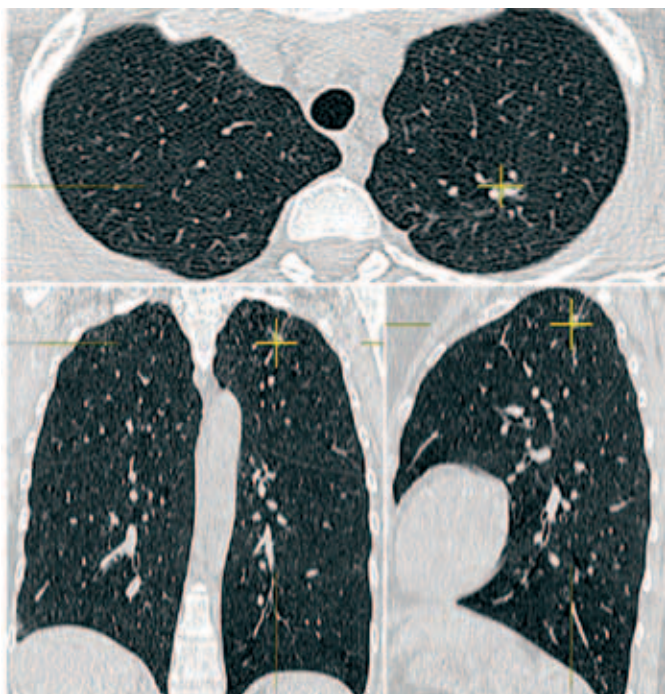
Компьютерная томография органов грудной клетки от 01.02.2021 г. (серия сканов)
